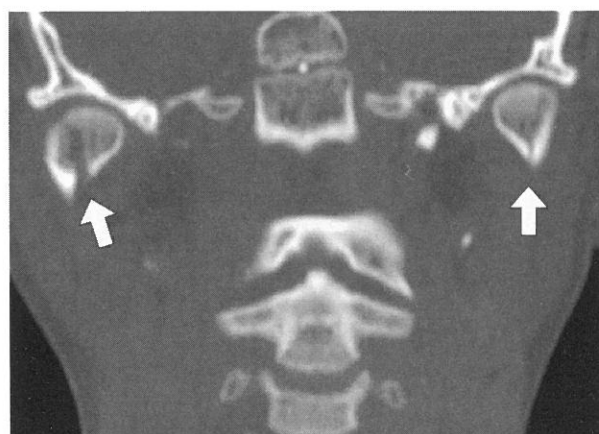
CT MPR image of case 3. Both mandibular head fractures (allow) were seen.
